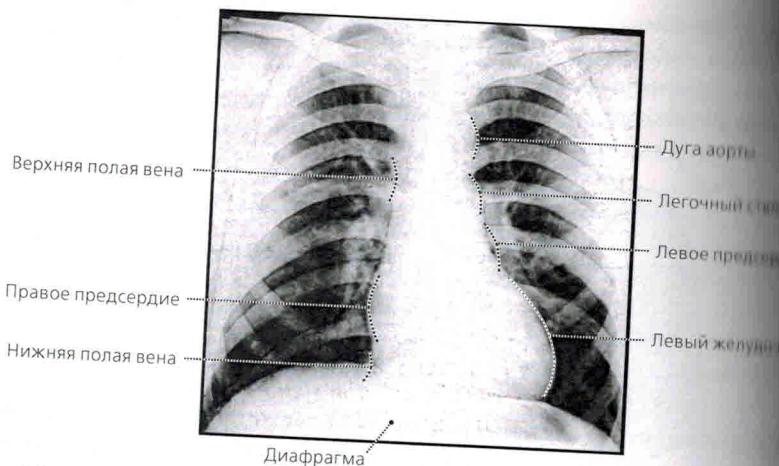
Сердце на рентгенограмме
